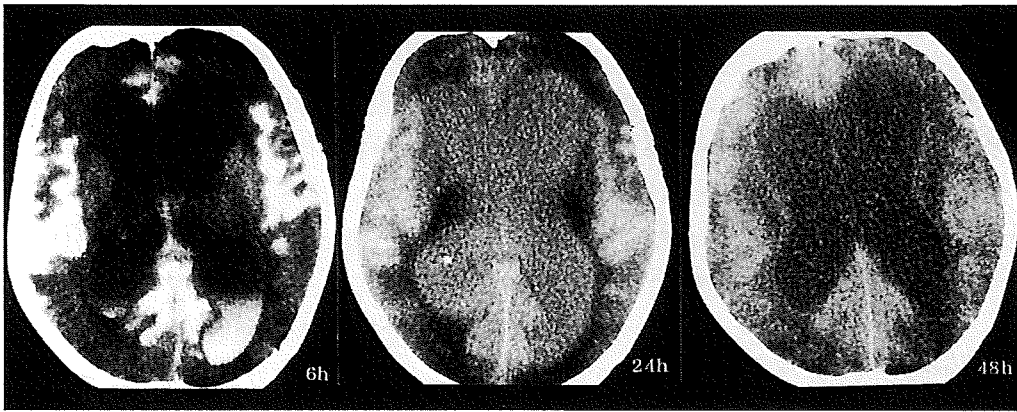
特発性 NPH 患者の CT cisternography type III
